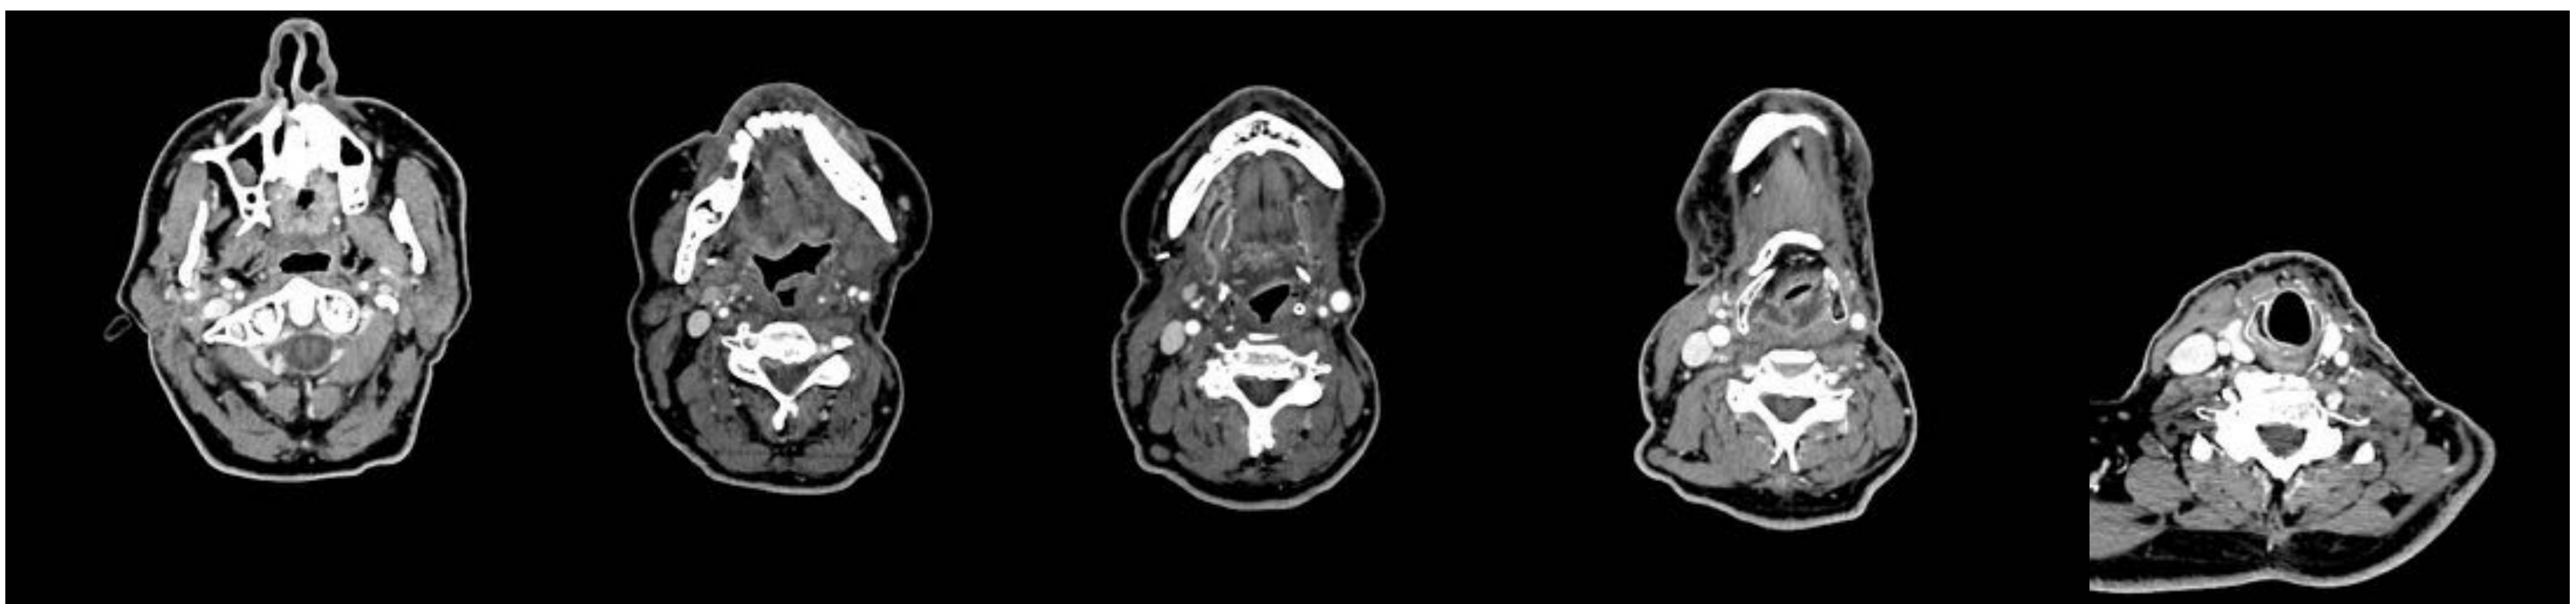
Tomografía computarizada axial cervical con contraste intravenoso de paciente intervenido de carcinoma de lengua izquierda en el que se visualizan cambios de glosectomía parcial izquierda, vaciamiento funcional derecho y vaciamiento radical izquierdo.
